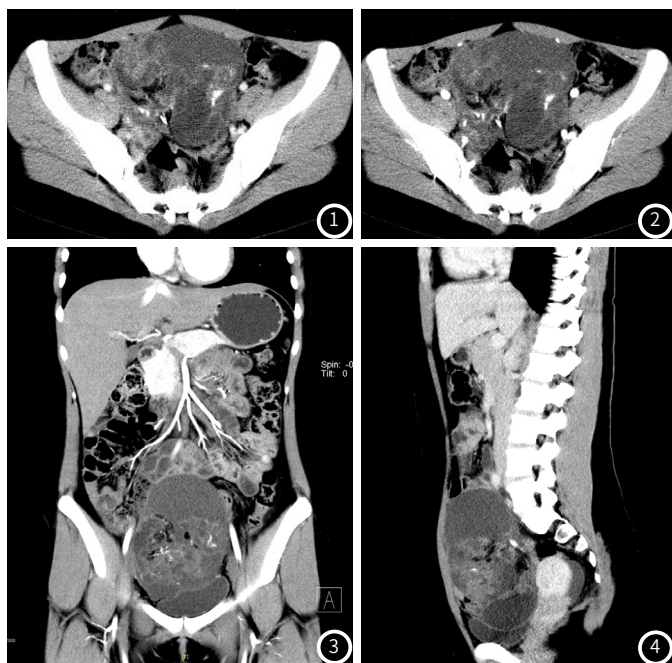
~图4 未成熟性畸胎瘤 CT可见肿块呈囊实性混杂密度,以实性为主,呈片絮状,内部可见不规则钙化;增强扫描呈轻度不均匀强化。
